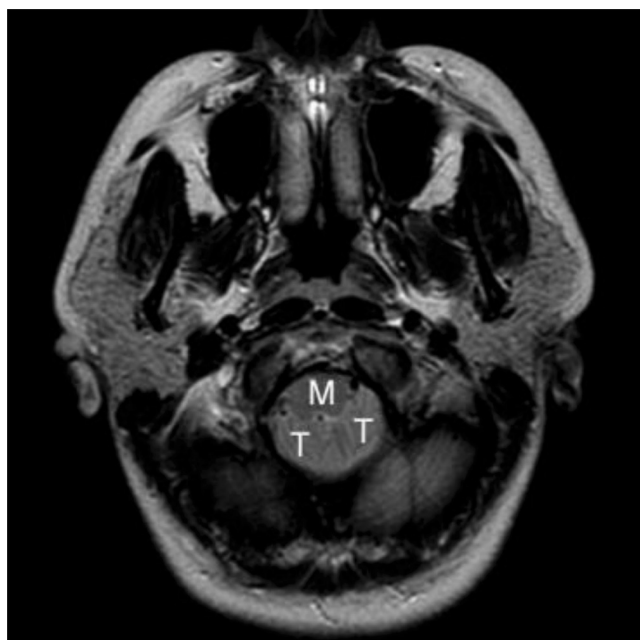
Осьове МРТ-зображення на рівні отвору величини при МАК I типу (опущення мозочкових мигдаликів (Т) та довгастого мозку (М) у великий потиличний отвір, відсутність спинномозкової рідини) [4]
